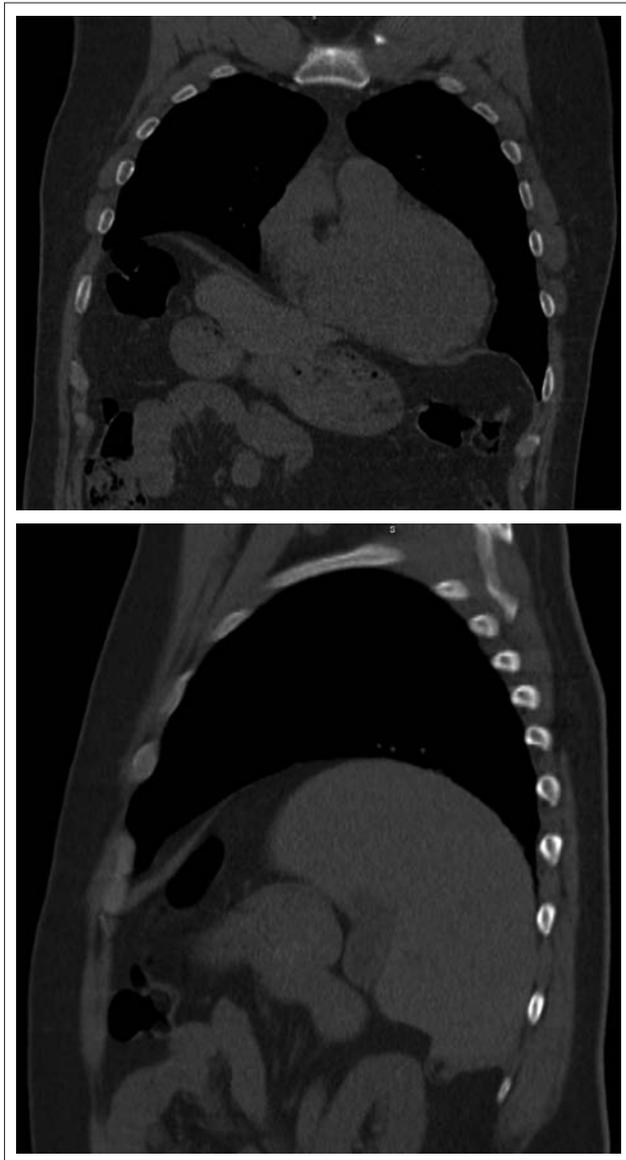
Компьютерная томограмма пациента Ч., 61 года. Фронтальный и сагиттальный срез. Разрыв правого купола диафрагмы. Слева во фронтальной плоскости определяются сохранные по периферии фрагменты диафрагмы. Справа в сагиттальной плоскости визуализируется ротированная печень, кпереди от печени — петли толстой кишки
